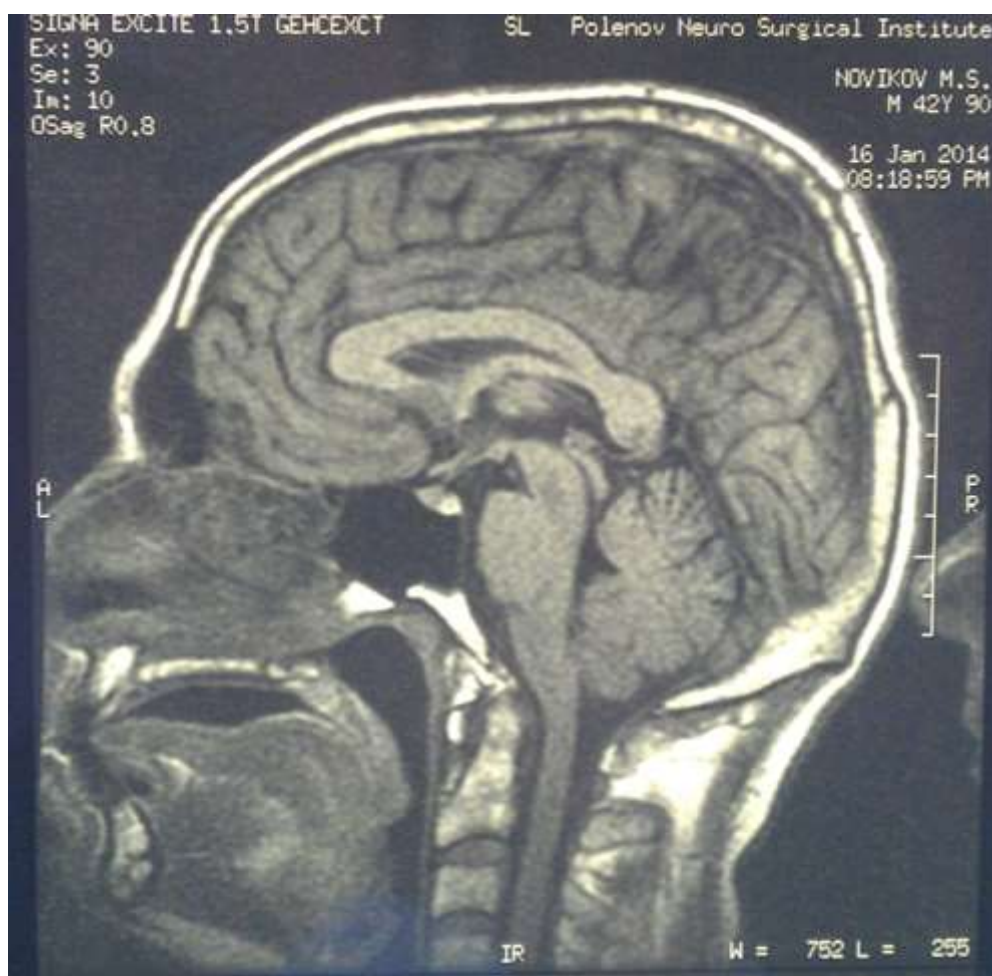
МРТ пациента с аномалией Киари I типа.
